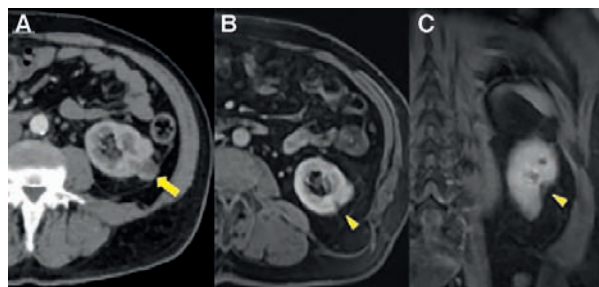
Scanner abdominal (A) : petite tumeur exophytique de la corticale externe du rein gauche (flèche). IRM rénale en coupe axiale (B) et coronale (C) 3 ans après néphrectomie partielle. Perte néphronique minimale, petite encoche au niveau de la zone d'exérèse (têtes de flèche).
